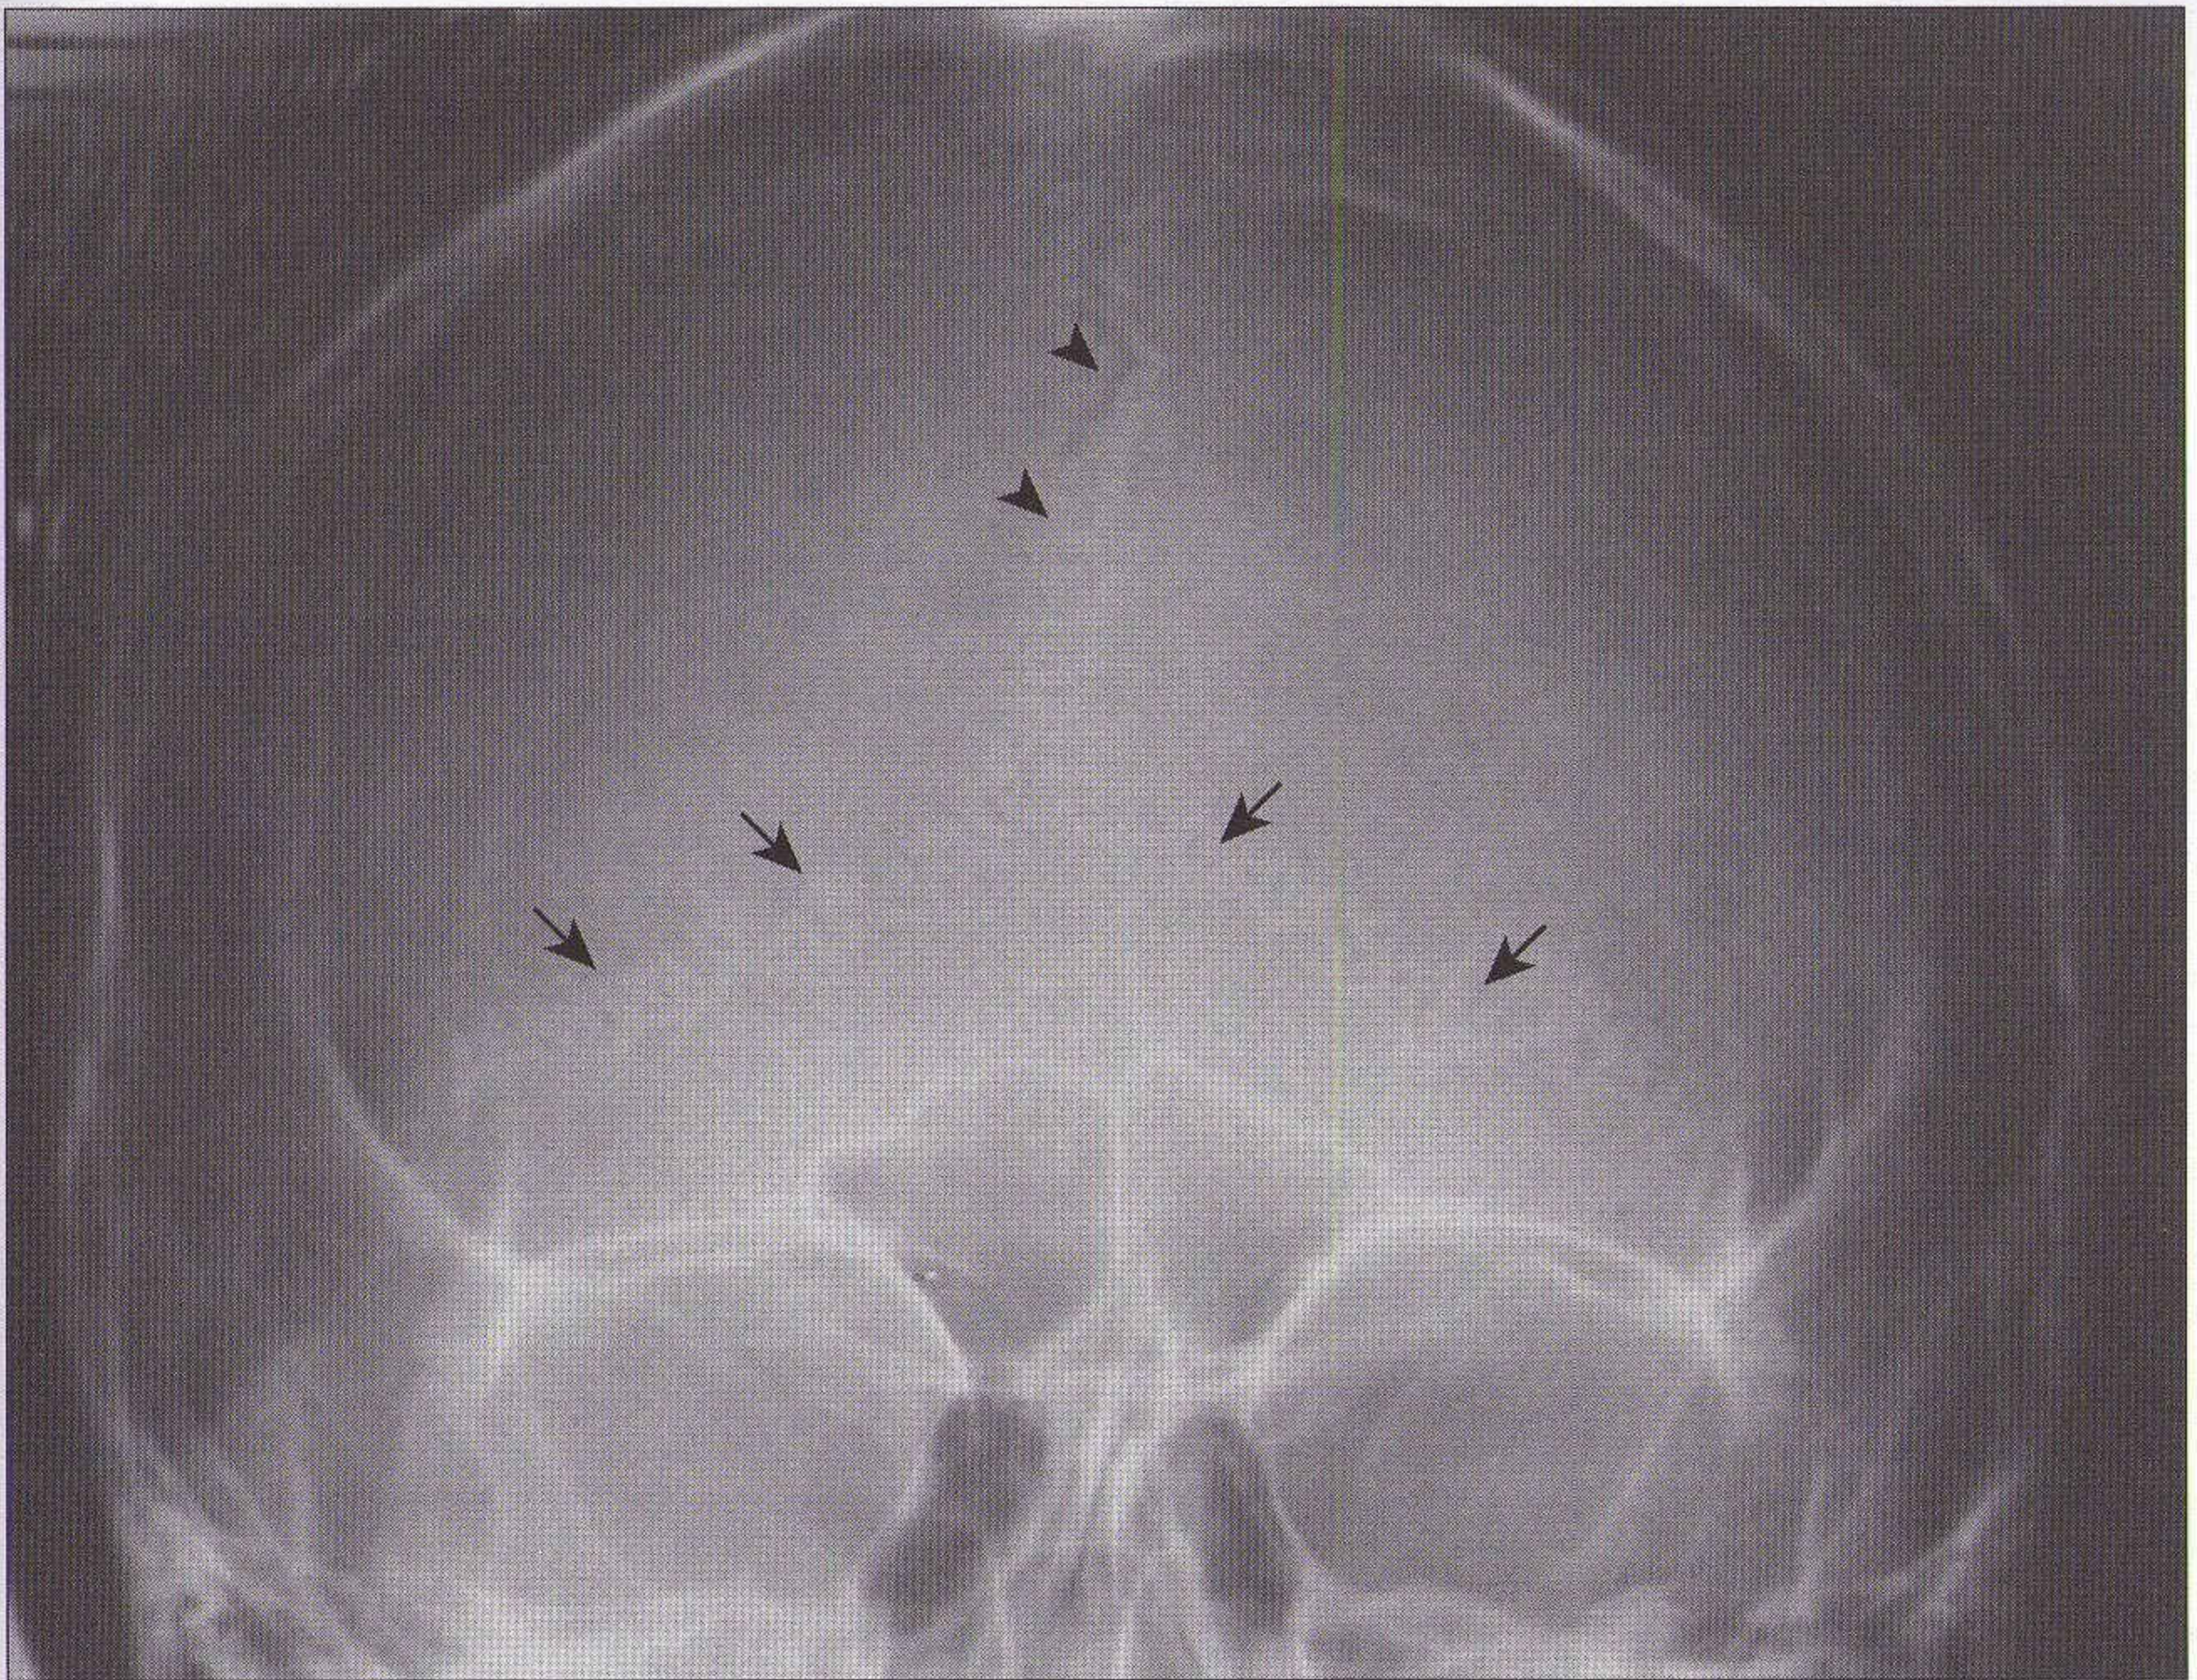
Aspect de la voûte du crâne sur une radiographie de face haute normale : suture sagittale vue en perspective (têtes de flèche) et suture lambdaïdoïde (flèches).
